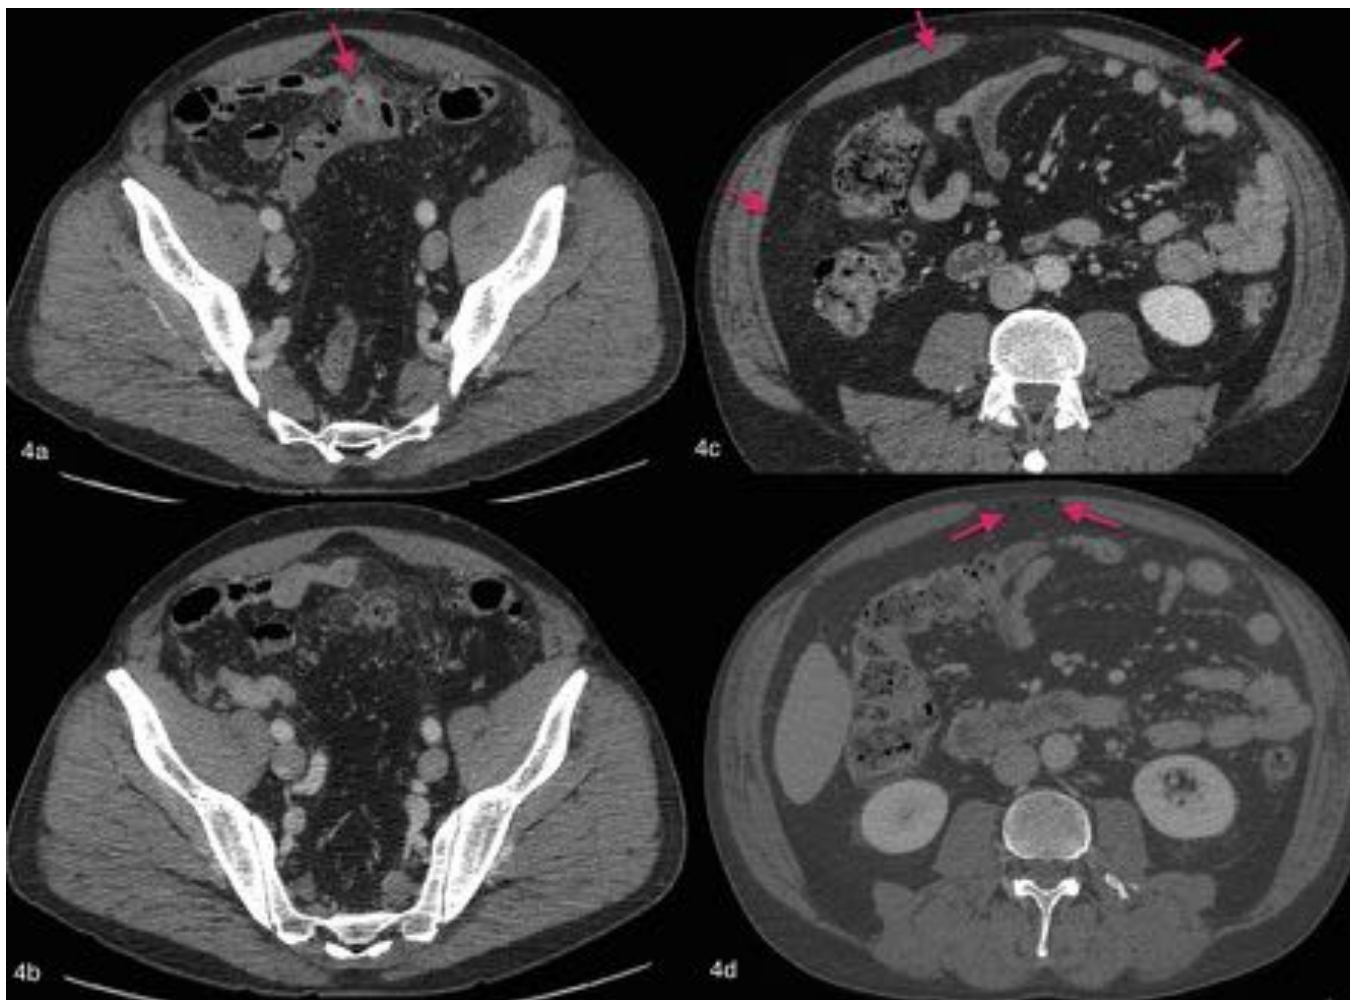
Varón de 46 años con dolor abdominal difuso que focaliza en hipogastrio/FII. El radiólogo decidió trasladar al paciente al TC ya que presentaba marcados cambios inflamatorios que impedían valorar patología subyacente. El TC revela la existencia de DA sigmoidea con colección hidroaérea adyacente a su margen antimesentérico (4a, 4b), y cambios inflamatorios difusos de la grasa abdominal (4c) con neumoperitoneo a distancia (4d). Se diagnosticó de DAC, confirmando los hallazgos en la cirugía.
